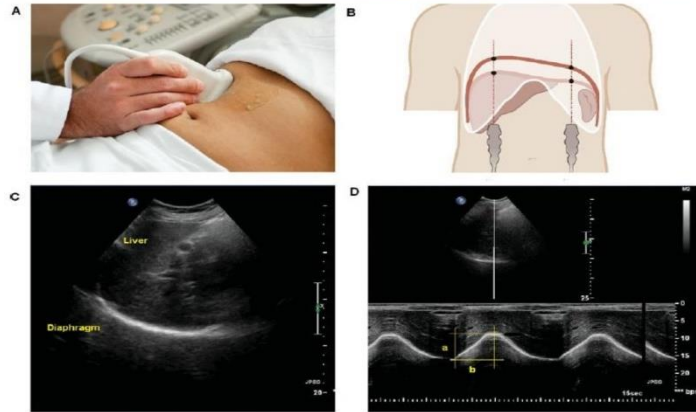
(A) Curvilinear transducer placement for the anterior subcostal view, with the transducer positioned below the costal margin in the midclavicular line. (B) Ultrasound beam and the path it travels to image the diaphragm. (C) B-mode view of the diaphragm with the anterior subcostal approach. (D) M-mode view of diaphragm motion with an anterior subcostal view. 'a' represents the amplitude of excursion during deep breathing, and 'b' represents the time-frame used for diaphragm contraction, which is used to calculate velocity of movement. Velocity = A [cm] / B [s].
